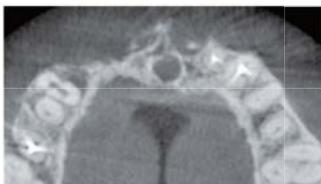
抜歯前のCT画像水平面観。15, 14, 11, 21をこの後抜歯。
